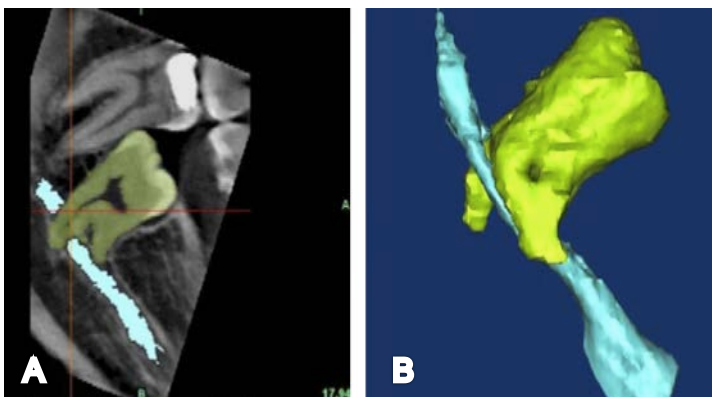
Analyse virtuelle du résultat radiographique. L'application des masques du logiciel isole le trajet nerveux (bleu clair) et la dent (vert) du reste des éléments (tons de gris) (A). Représentation de leurs relations en trois dimensions (B).
